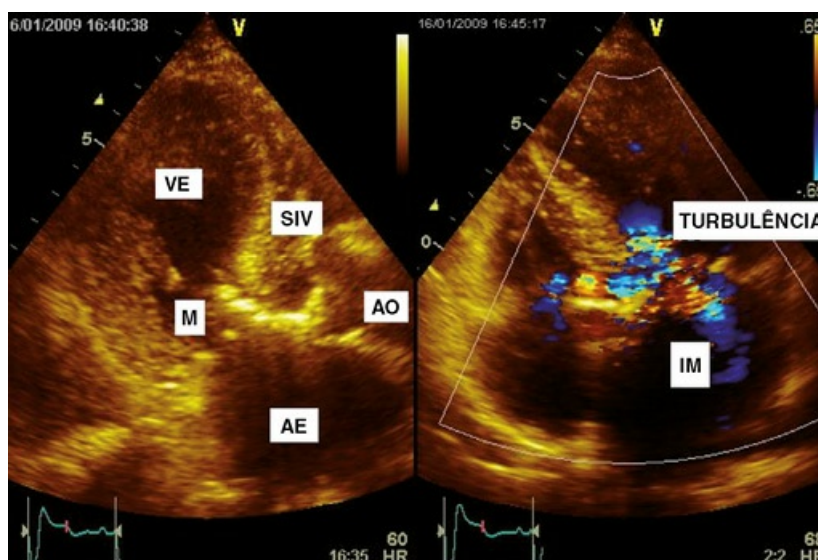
Paciente octogenária. Observar a grande angulação do septo IV projetando-se para a via de saída do VE. Extensa calcificação valvar mitral. No *color Doppler* vemos fluxo turbulento de obstrução da VSVE e insuficiência mitral (IM).
